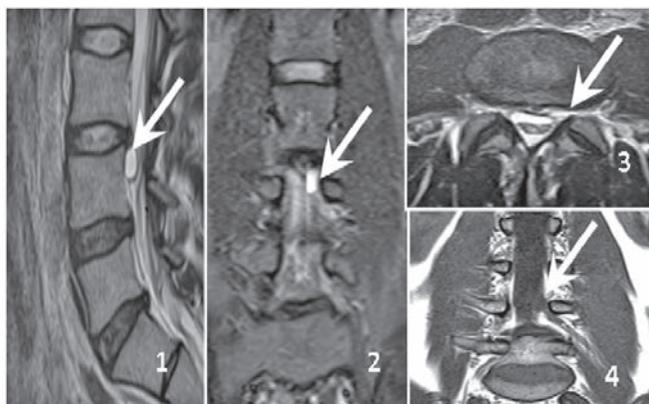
Сагиттальный (1), фронтальный (2), аксиальный (3) срезы МРТ в T2-режиме, фронтальный срез (4) в T1-режиме; стрелкой указано кистозное образование.
